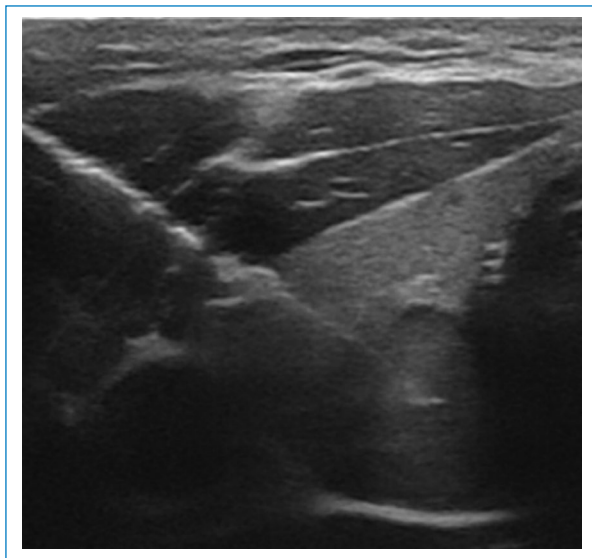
Ecografía, plano axial. Biopsia de nódulo tiroideo por aguja fina.
